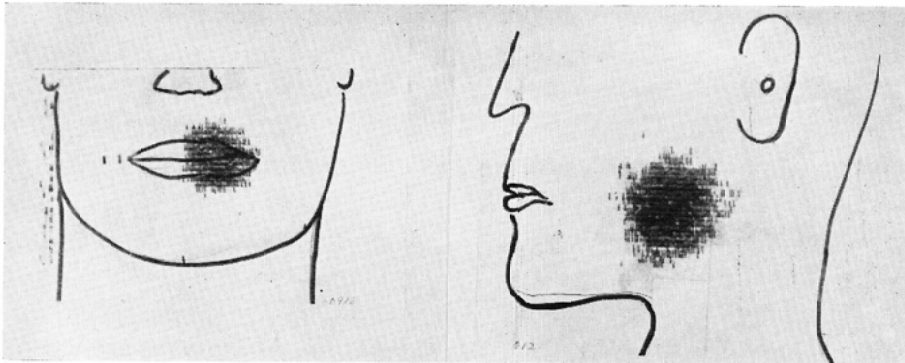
Case 1, Second child of this family. On frontal scintigram, ^{131}I deposits at the position of left side of her lips. Lateral scintigram shows that ^{131}I deposits at the root of her tongue.
